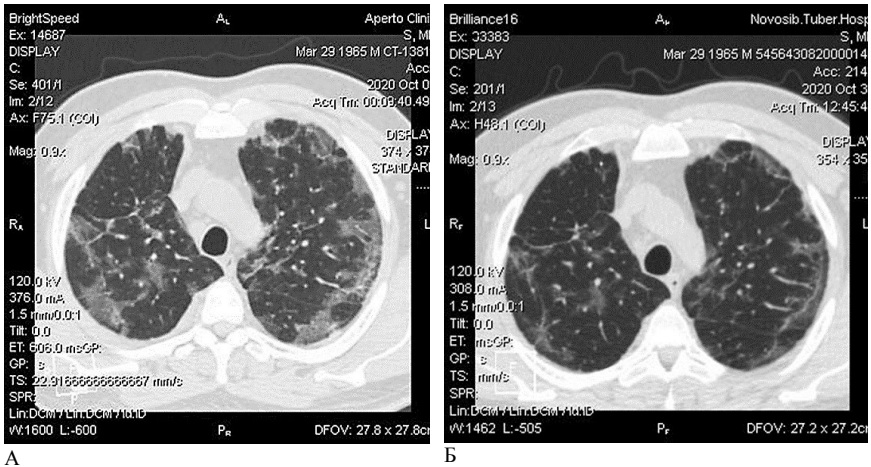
Положительная динамика КТ легких на фоне терапии [оригинальный рисунок]:
